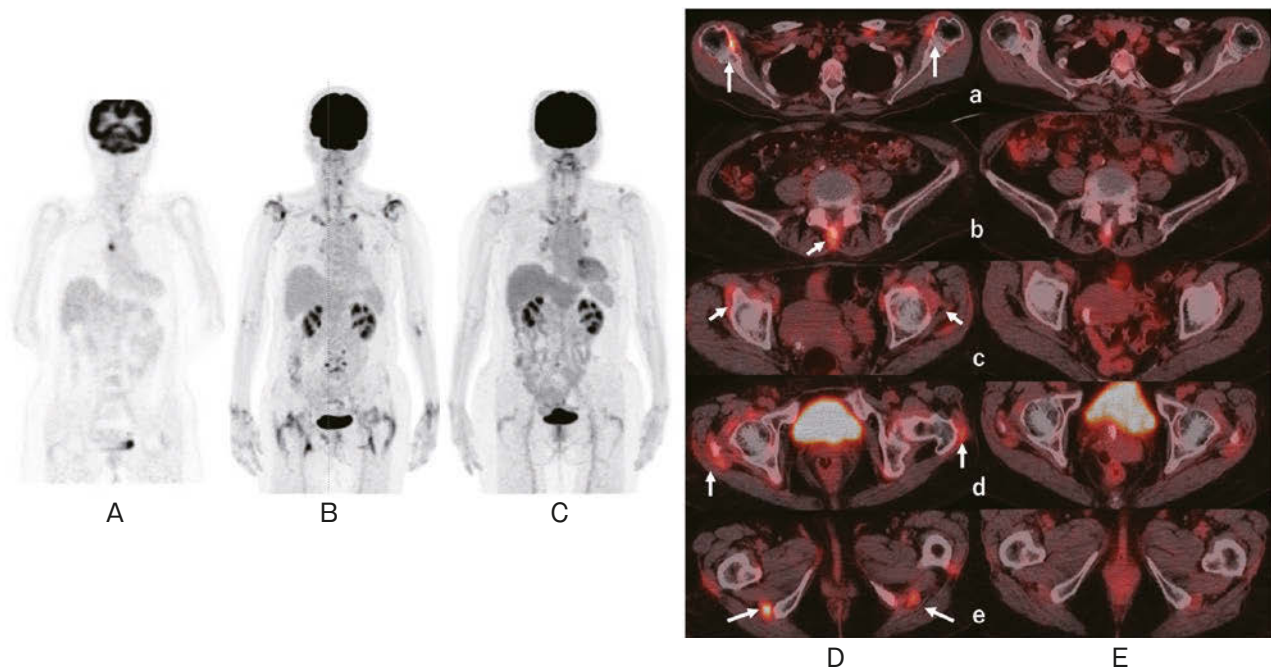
PET and PET-CT imaging findings. (A) PET image at the recurrence of lung cancer showing obvious increased ^{18}F -FDG avidity in mediastinal lymph node, although no apparent FDG uptake in joints. (B) PET image at the first presentation in our hospital (after administration of 11 courses of pembrolizumab) showing increased ^{18}F -FDG avidity in multiple joints. However, no obvious local recurrence of lung cancer or metastasis to the lymph nodes or other organs can be observed. (C) PET image at 1 year after the administration of corticosteroids showing markedly diminished ^{18}F -FDG uptake in the joints. (D) PET-CT images in active PMR (with symptoms of arthralgia and myalgia) showing increased ^{18}F -FDG avidity in multiple joints bursae and spinous processes (arrows). (E) PET-CT images at the remission of PMR (1 year after the administration of corticosteroids) showing diminished ^{18}F -FDG uptake in these lesions. Each images shows following lesion; (a) subacromial bursa, (b) spinous process of lumbar vertebrae, (c) iliopsoas bursa, (d) greater trochanteric bursa, (e) ischiogluteal bursa.
